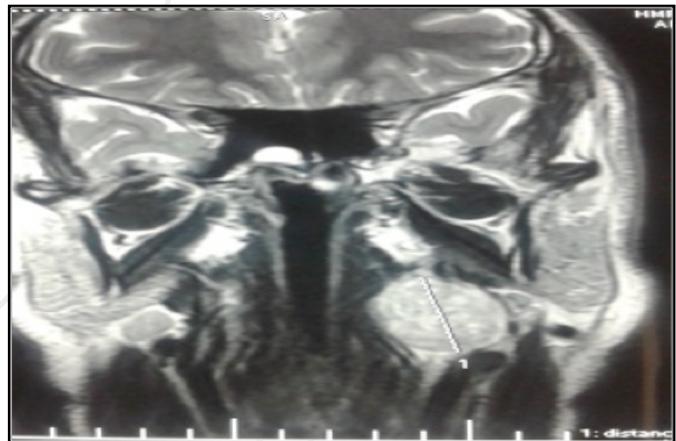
IRM cervico-faciale en coupe coronale avec injection: schwannome du nerf vague.
